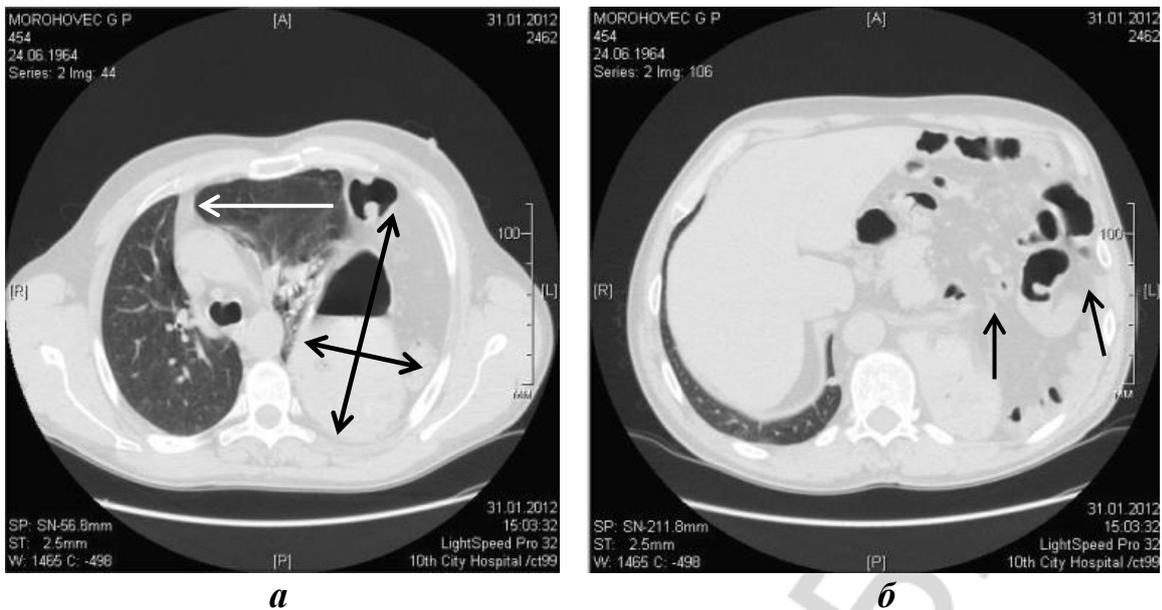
МСКТ (аксиальные срезы) у пациента с левосторонней травматической диафрагмальной грыжей:
